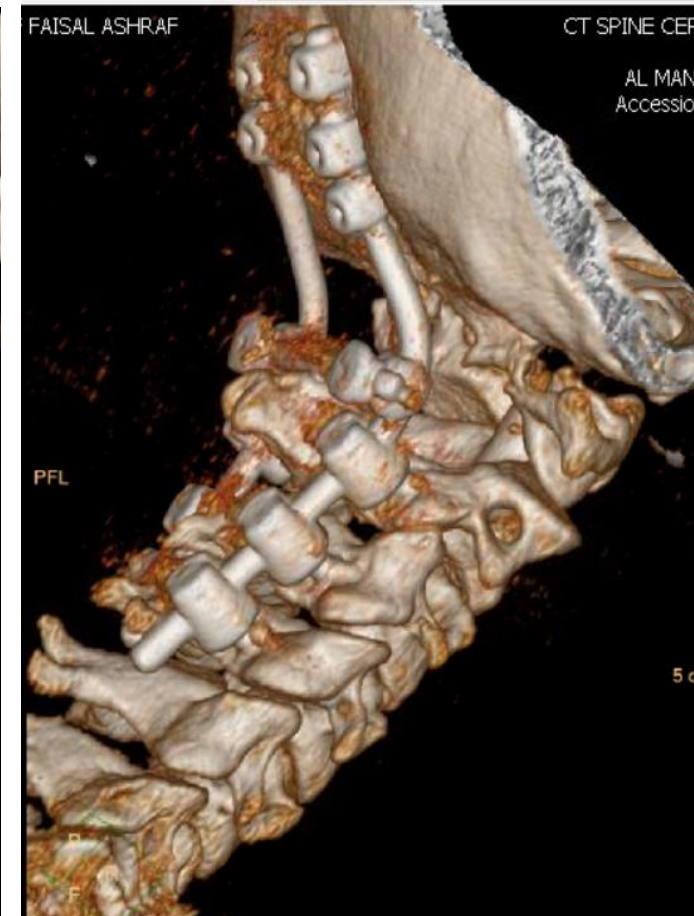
Atlantooccipital dislocation. A 4-year-old girl was struck by a car while running across the street. Sagittal (A) and coronal (B) computed tomography (CT) scan and sagittal T2-weighted MRI (C) demonstrate traumatic atlantooccipital dislocation with spinal cord injury. The patient was intubated in the field and nonresponsive on presentation. She was taken to the operating room for occipitoatlantoaxial fusion using C1–C2 transarticular screws, an occipital plate/rod construct, and iliac crest autograft with cable. Postoperative lateral radiograph (D) and CT scan (E, F).
